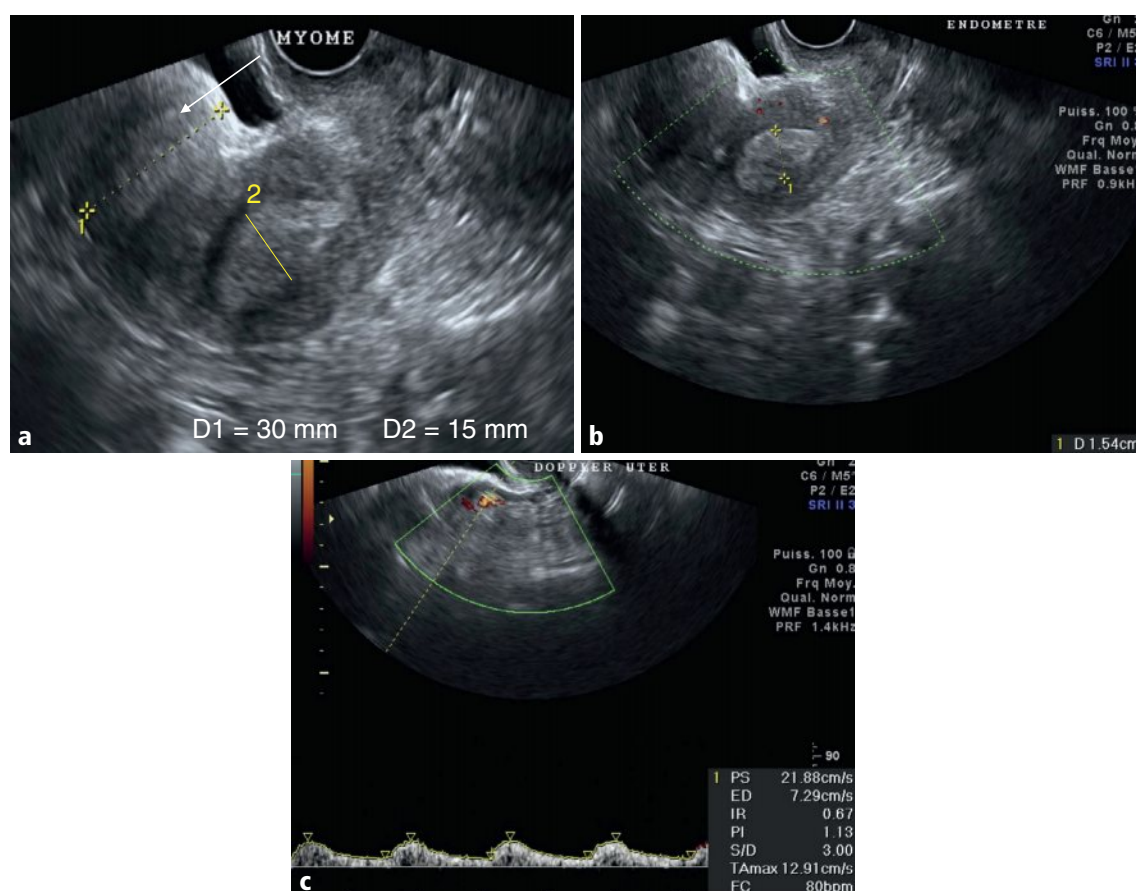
a-c Utérus en coupe sagittale en mode B (a) et en Doppler énergie (b); artère utérine en Doppler pulsé (c).
